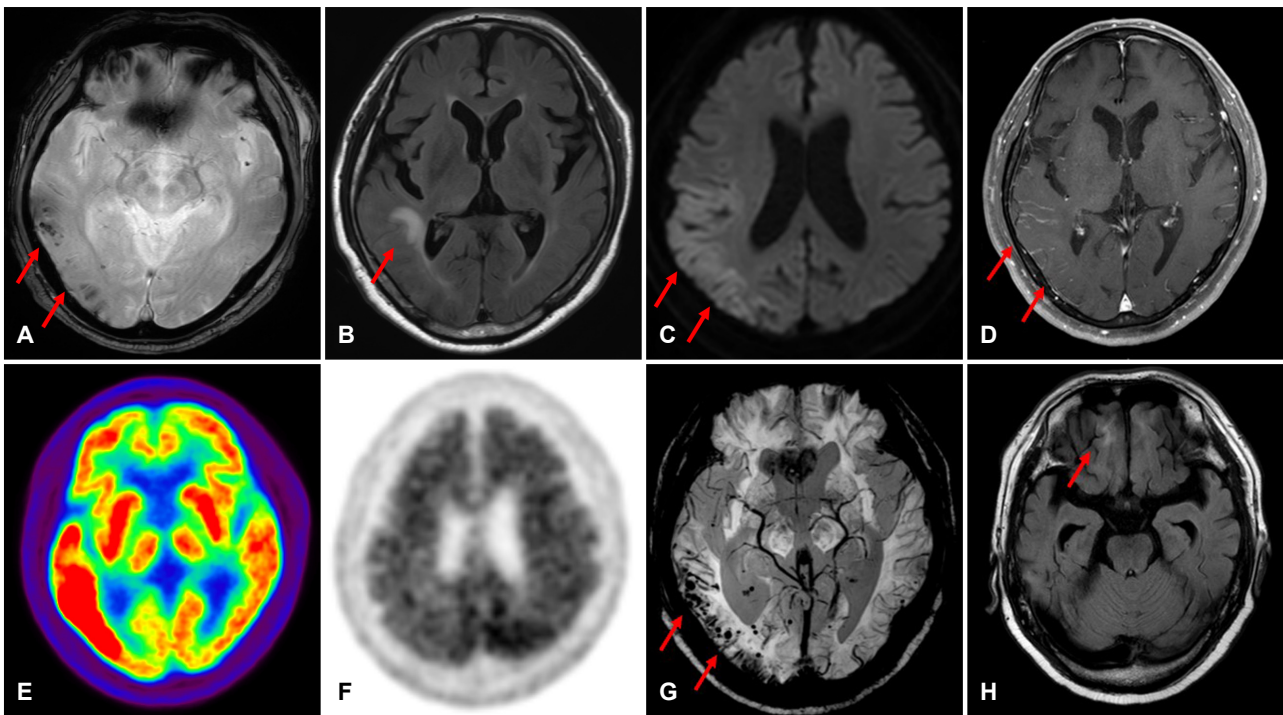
Findings of brain MRI, FDG PET and FBB PET. (A-F) At the first admission, there were multifocal microbleeds in the right temporo-parieto-occipital lobe (A, GRE sequence) and asymmetric white matter hyperintensity in the right medial temporal lobe (B, FLAIR sequence), as indicated by arrows respectively. Vasogenic edema in the right parieto-temporal area (arrows) was evident on the DWI image (C) with equivocal change on ADC map (not shown). There was gyral enhancement (arrows) in the right temporo-parietal cortex (D, Gd enhanced T1 weighted image) which implicates localized inflammation. Increased metabolism and relatively decreased amyloid uptake in the right parieto-temporal lobe were shown on the FDG-PET (E) and FBB-PET (F) images, respectively. (G-H) At the second admission, the extent of multifocal microbleeds (arrows) and superficial siderosis was increased in the right temporo-parieto-occipital area compared to the previous study (G, SWI sequence). There were diffuse brain atrophy slightly more prominent on the right medial temporal lobe (not shown) and increased hyperintensity lesion (arrows) in the right inferior frontal lobe (H, FLAIR sequence). MRI; magnetic resonance imaging, FDG; fluorodeoxyglucose, FBB; florbetaben, PET; positron emission tomography, GRE; gradient echo, FLAIR; fluid attenuated inversion recovery, DWI; diffusion weighted imaging, ADC; apparent diffusion coefficient, Gd; gadolinium, SWI; susceptibility weighted imaging.
